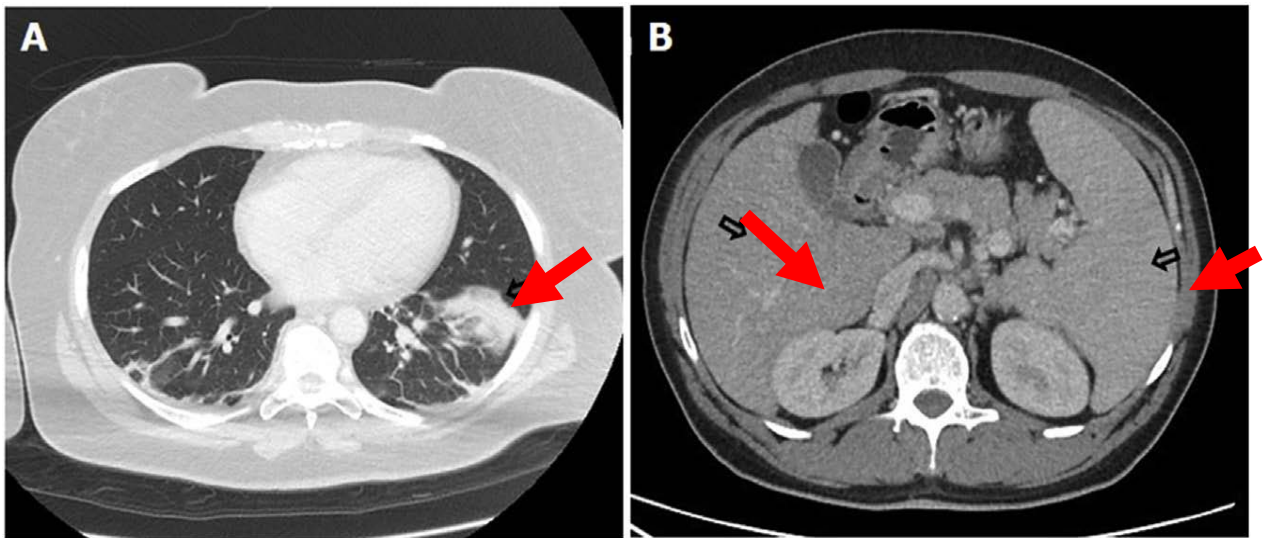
Une TDM thoraco-abdominal au cours de la MSA [83]
